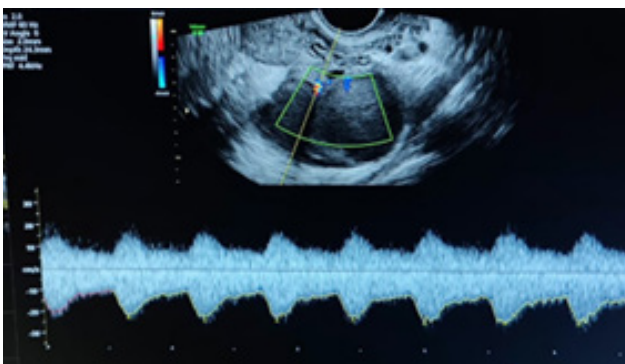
Ecografía transvaginal. Doppler normal de masa anexial.
